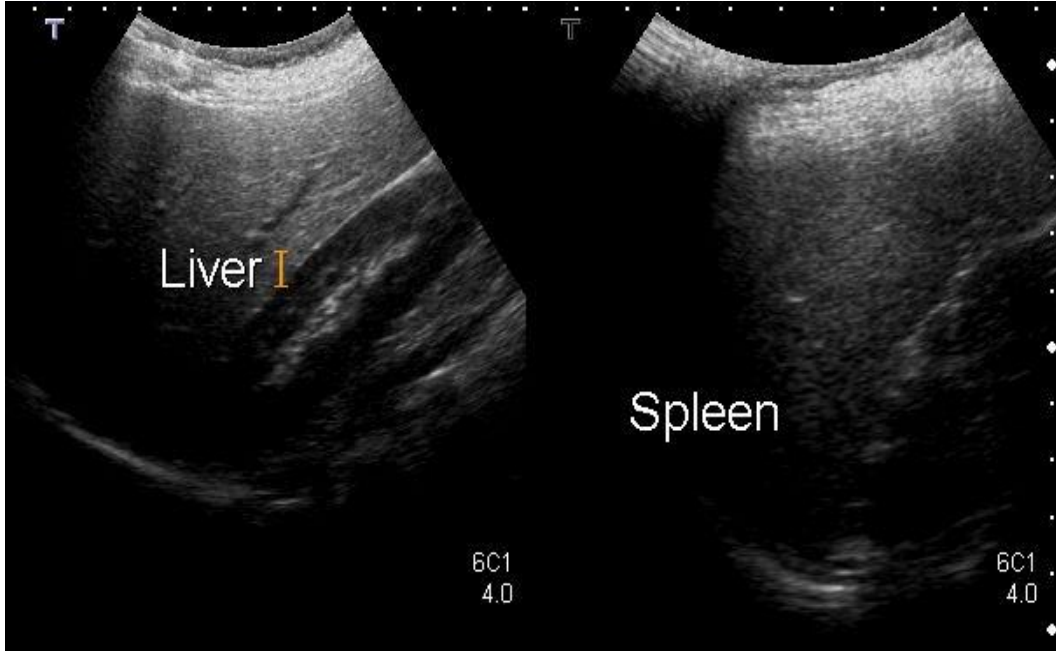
Karaciğer ve dalağın normal ultrasonografik görünümü
